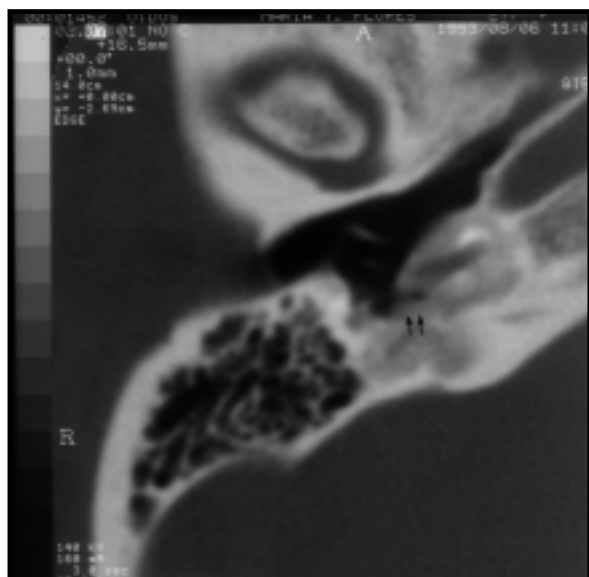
Corte axial de TC donde se observa obliteración por tejido fibroso a nivel de la ventana redonda y parcialmente vuelta basal de la cóclea (flecha doble).
